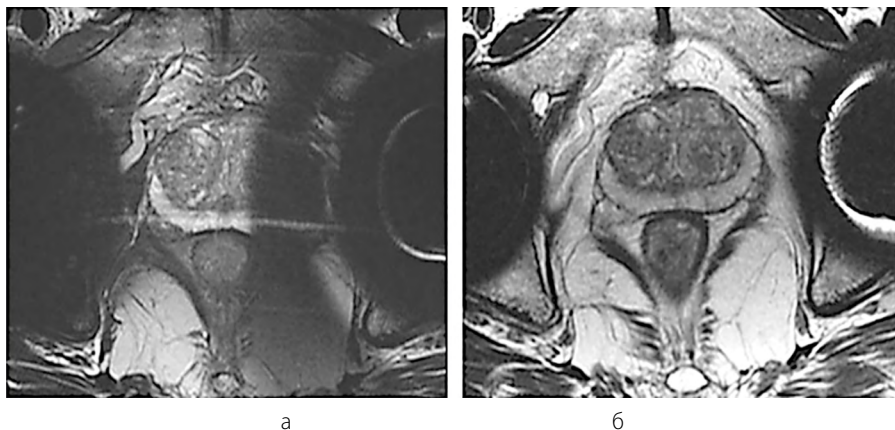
МРТ предстательной железы у пациента после двустороннего тотального эндопротезирования тазобедренных суставов: а – на томографе 3 Тл; б – на томографе 1,5 Тл
